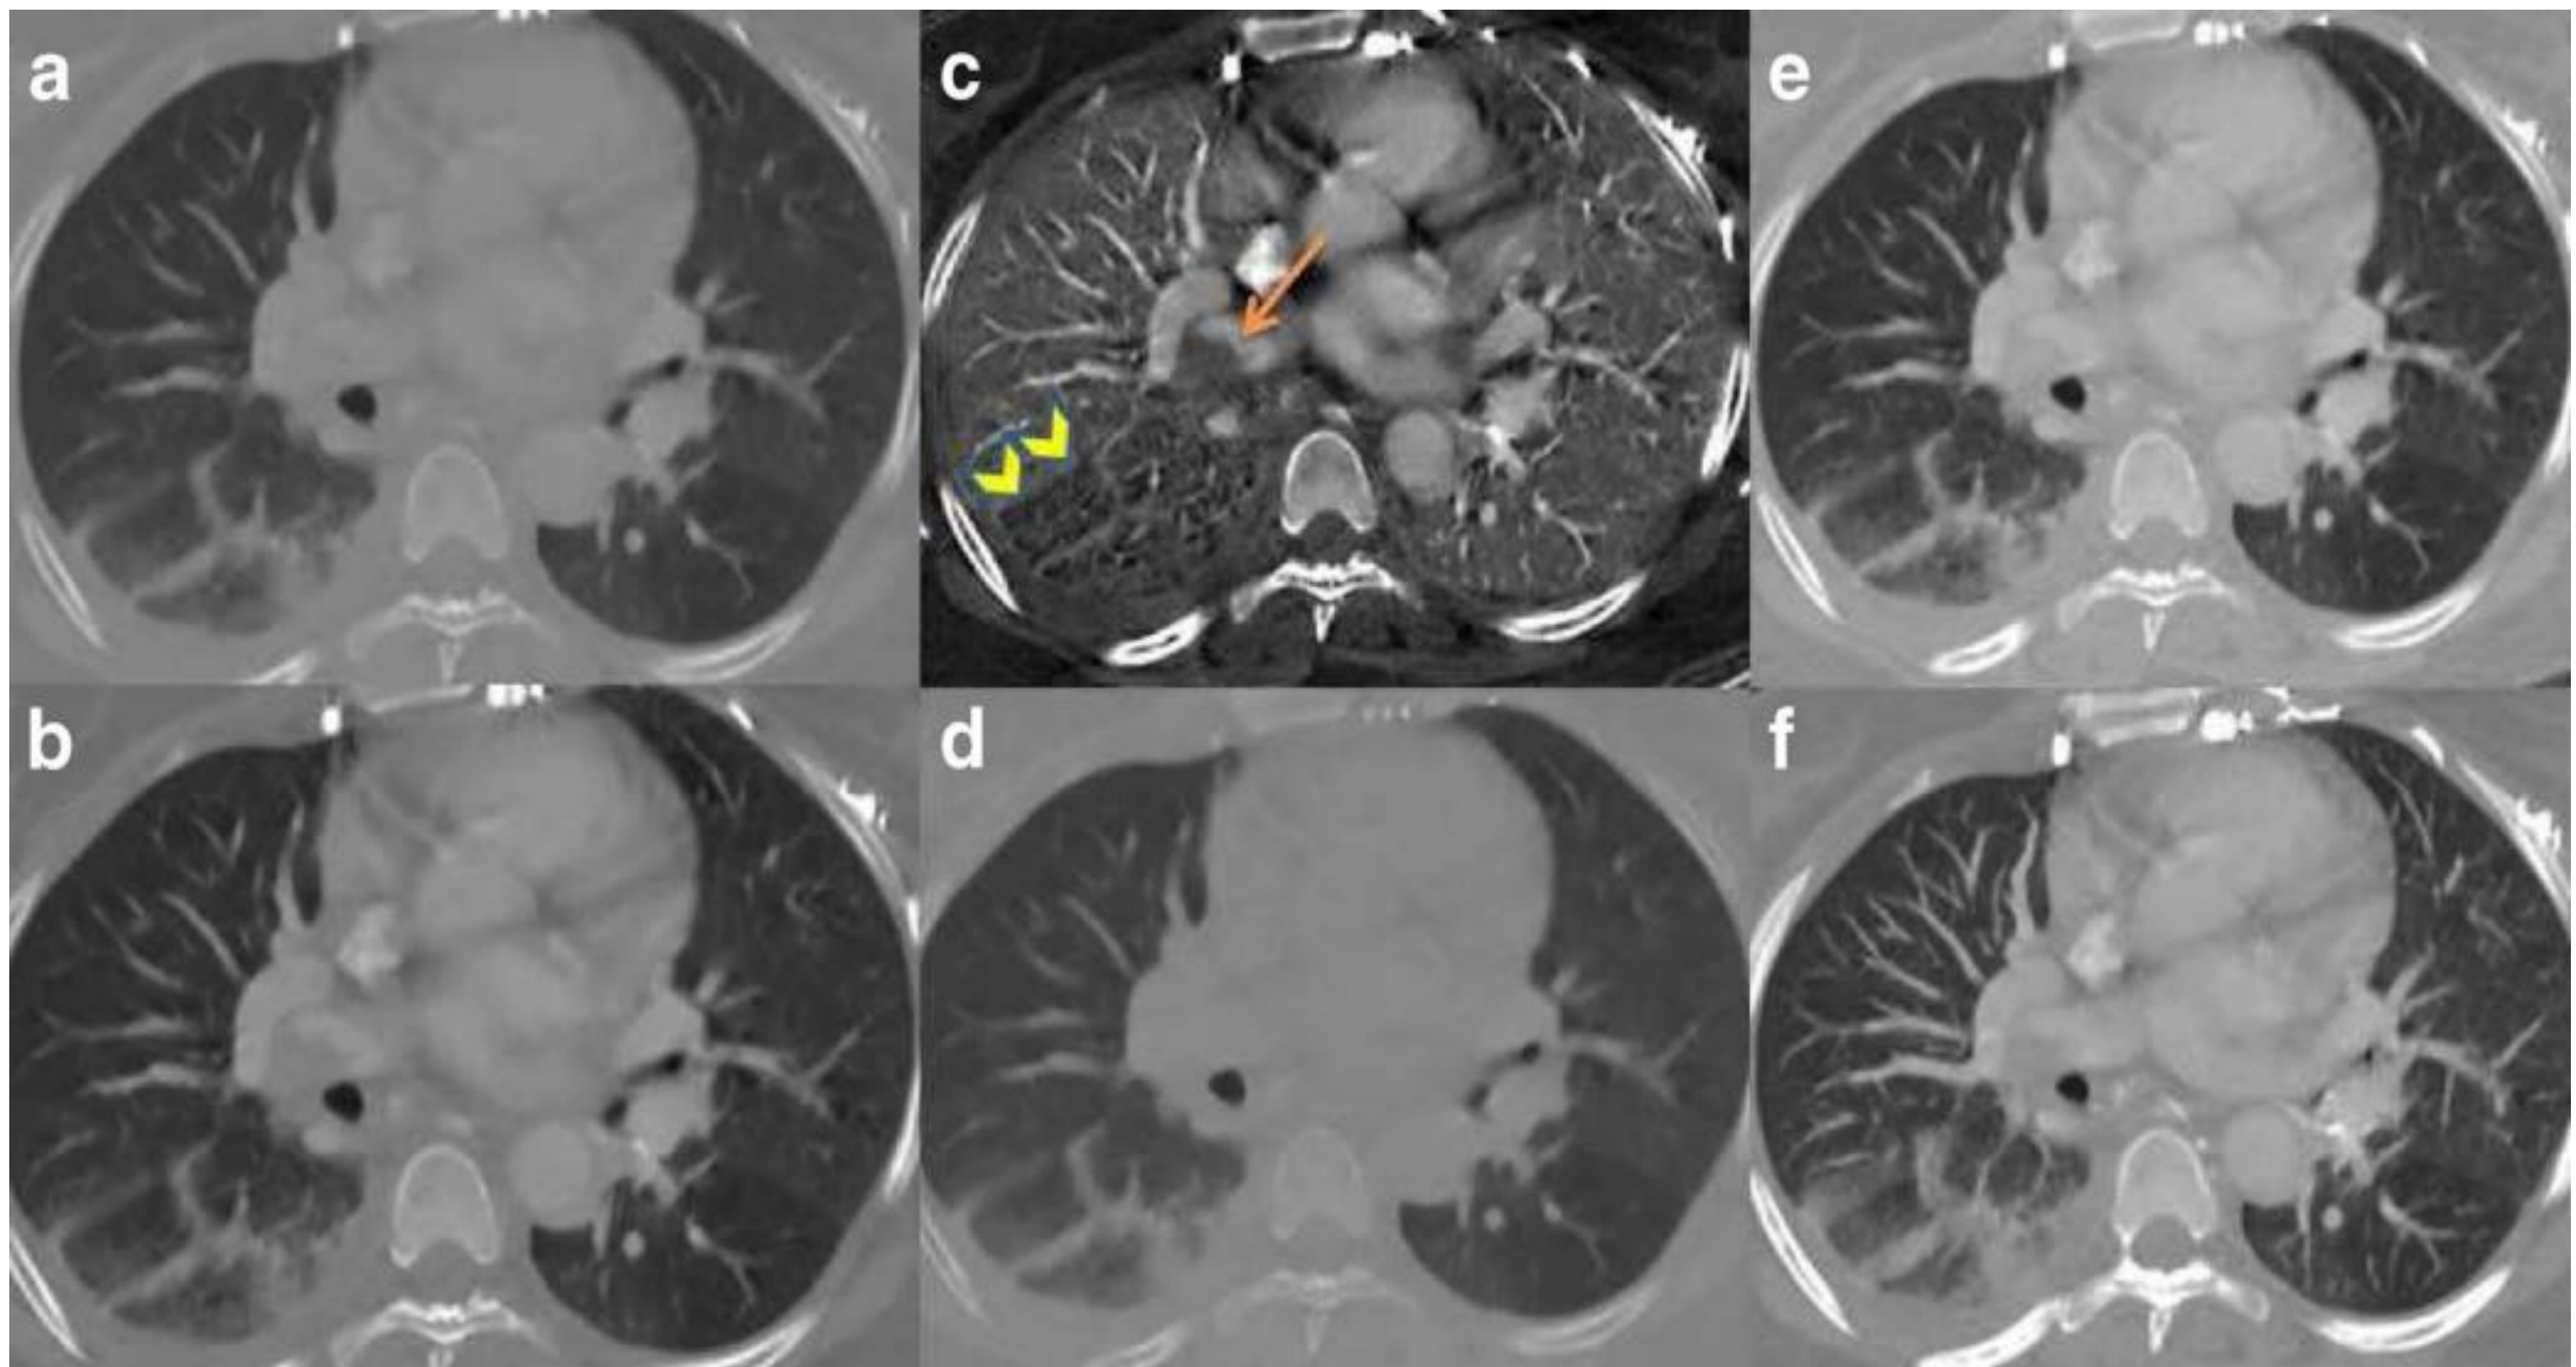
Estudio TC DUAL con contraste yodado de mujer de 45 años con embolismo pulmonar. Se obtiene el estudio con 100 keV (a), 60 keV (b), ventana de yodo (c), ventana de agua (d), 140 keV (e), MIP (f). En imagen "c" se visualiza marcado con flecha naranja el émbolo pulmonar con una zona de infarto pulmonar (cabezas de flecha amarillas). También se visualiza mejor este émbolo en la imagen "b". En conclusión, imágenes con menor energía ayudan a matizar mejor la vascularización pulmonar y las ventanas de yodo permiten apreciar defectos de perfusión. La ventana de agua ayuda a diferenciar las zonas de calcio del contraste.
